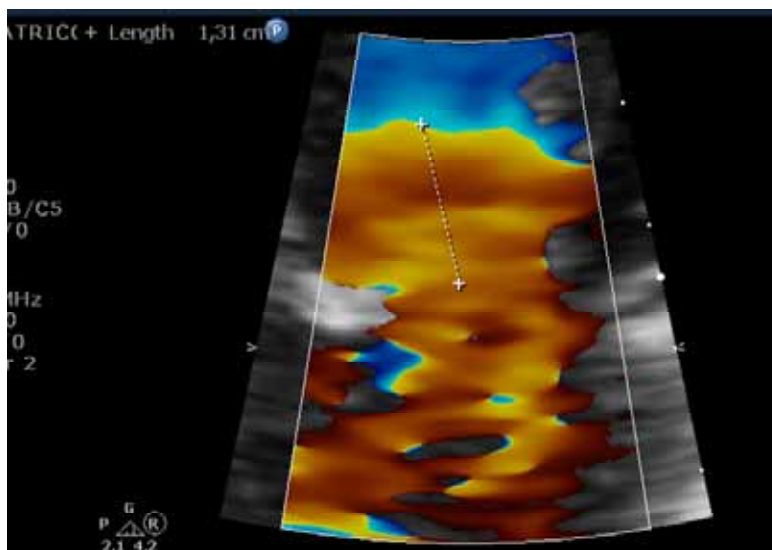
Ecodopplercardiograma: medida do raio de convergência para o cálculo do orifício efetivo regurgitante.
